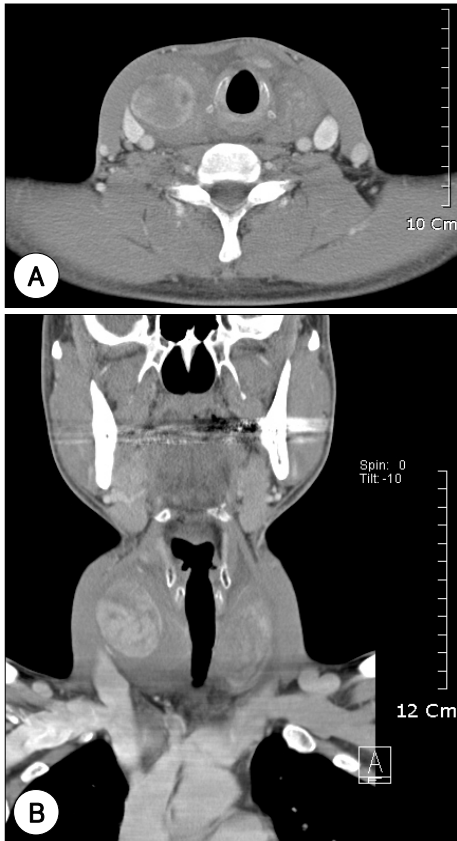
Case 1. A : Axial image of neck CT scan. There is diffuse enlargement on mainly right thyroid gland area. B : Coronal image of neck CT scan. Trachea was compressed and displaced by right thyroid nodule and homogenously non-enhanced hematoma.
